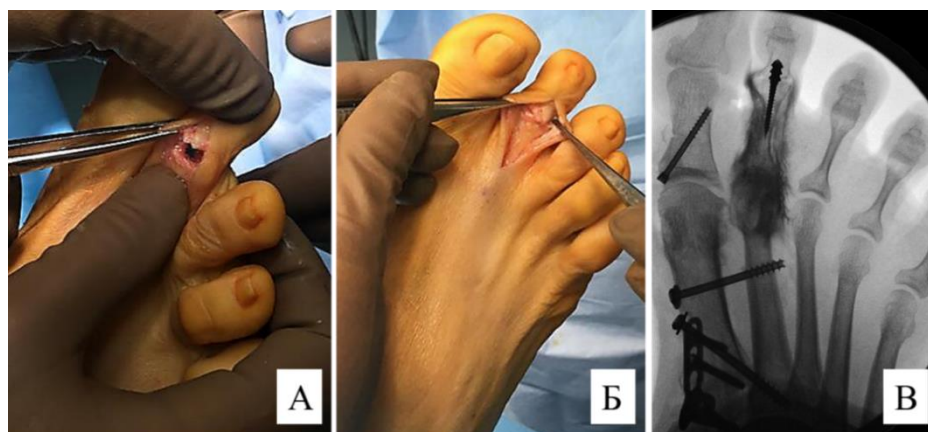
Интраоперационные фотографии и рентгенограмма стопы пациентки Б., 50 лет, ИБ № 126784; А – ручная репозиция средней фаланги и фиксация на заостренной ножке имплантата; Б – внешний вид проксимального межфалангового сустава после его артродеза; В – контрольная рентгенограмма правой стопы в прямой проекции, определяется остаточное отклонение 2-го пальца на уровне ПФС (состояние после артрографии 2-го ПФС)
